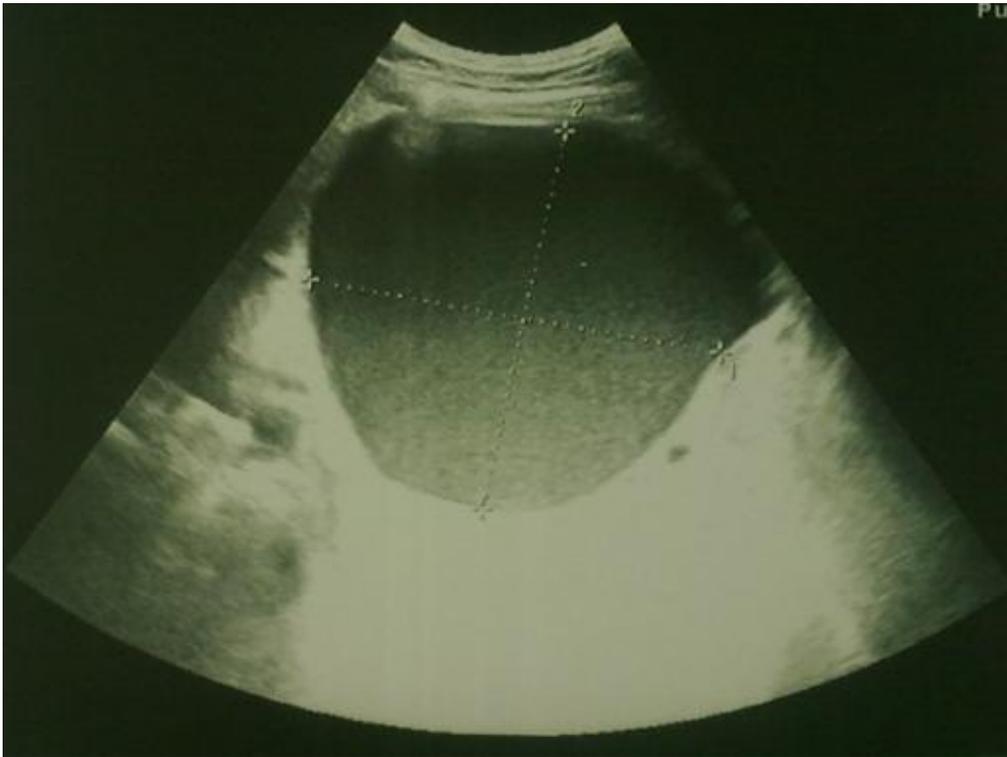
Image échographique objectivant un faux kyste du pancréas
